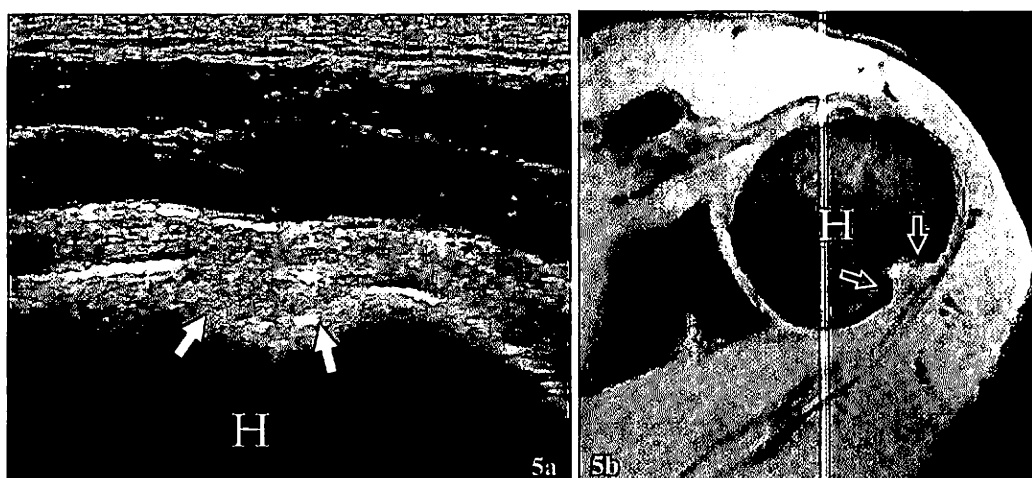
Lésion de Hill-Sachs. 5a coupe transversale 12-5MHz obtenue dans la région postérieure de l'épaule chez un patient présentant une instabilité antérieure chronique : large defect irrégulier (flèches) de la tête humérale (HH). 5b confirmation IRM axial fast STIR (flèches).
